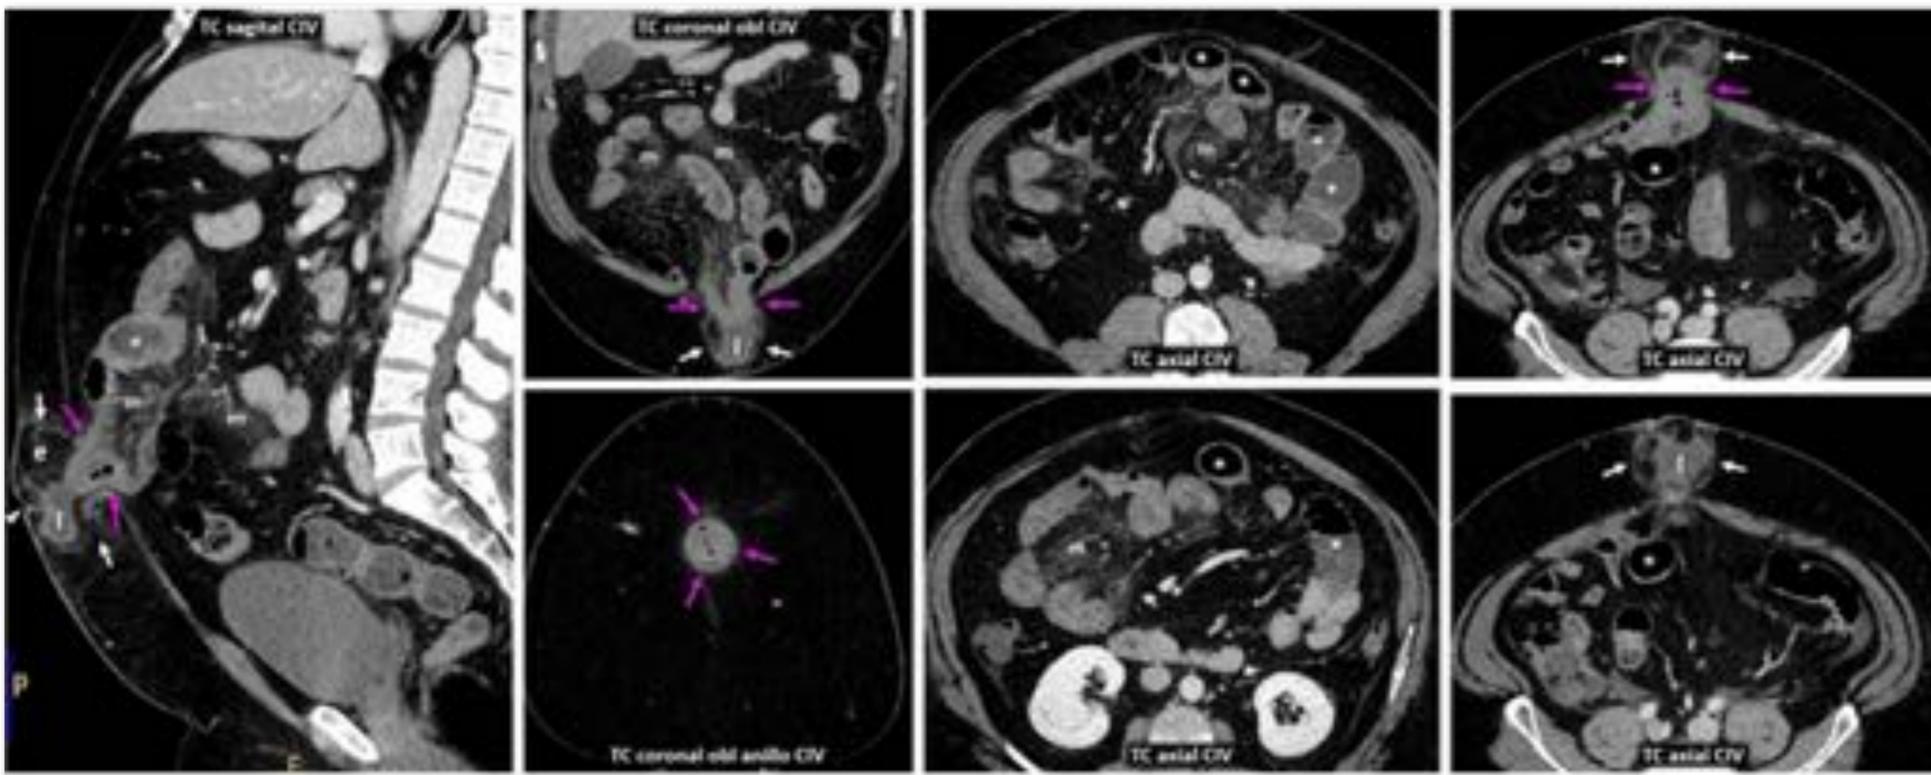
Hernia umbilical encarcerada y obstructiva, no estrangulada. Varón obeso de 50 años. Dolor abdominal, vómitos y peritonismo. No se palpan tumoraciones. TC: hernia umbilical (flechas blancas) por anillo estrecho (flechas rosas) con un tramo corto de yeyuno con la pared engrosada y captante (flechas huecas) y una colección líquida con realce periférico (l). Moderada dilatación de yeyuno proximal (*). Congestión de epiplón intraherniario (e) y de meso intrabdominal (m), así como de tramos yeyunales intrabdominales. En la cirugía solo se encontró un absceso y epiplón necrosado en el saco herniario. El intestino se redujo con la inducción anestésica. La evolución clínica fue buena. Véase el Vídeo (4'09'').*
